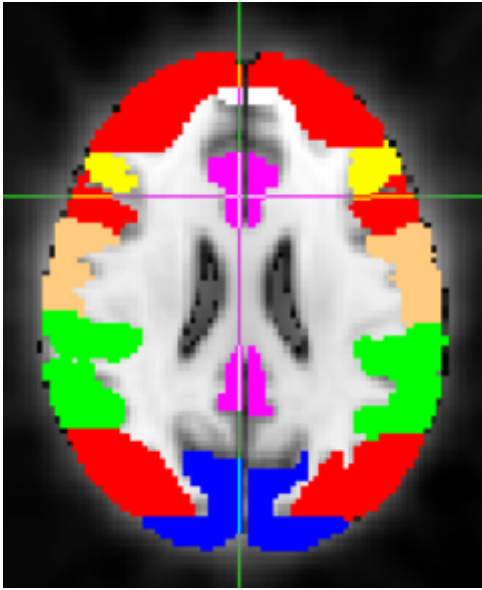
Primeira tentativa de segmentação das áreas nas imagens de SPECT de cada doente com o atlas de RM MNI52. Por exemplo, o lobo temporal mesial está incompleto (seta).
